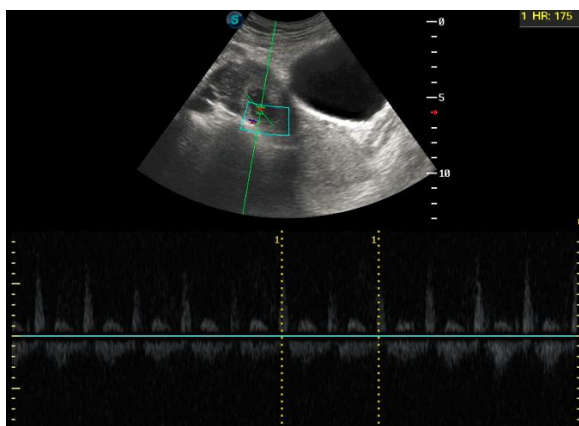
Coupe échographique montrant l'activité cardiaque de l'embryon contenu dans la masse latéro-utérine droite (meme cas que précédemment).
